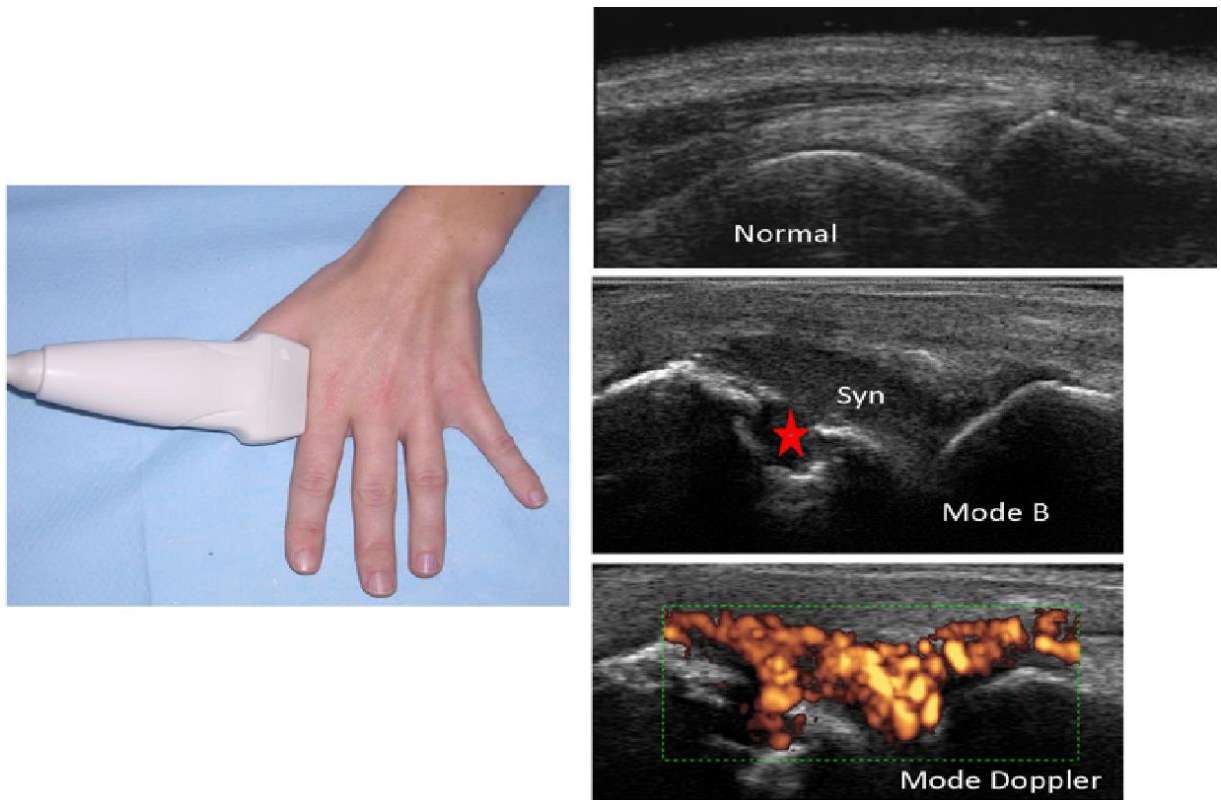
Exemples de synovites – mode Doppler Puissance A et scores en mode B [40]
